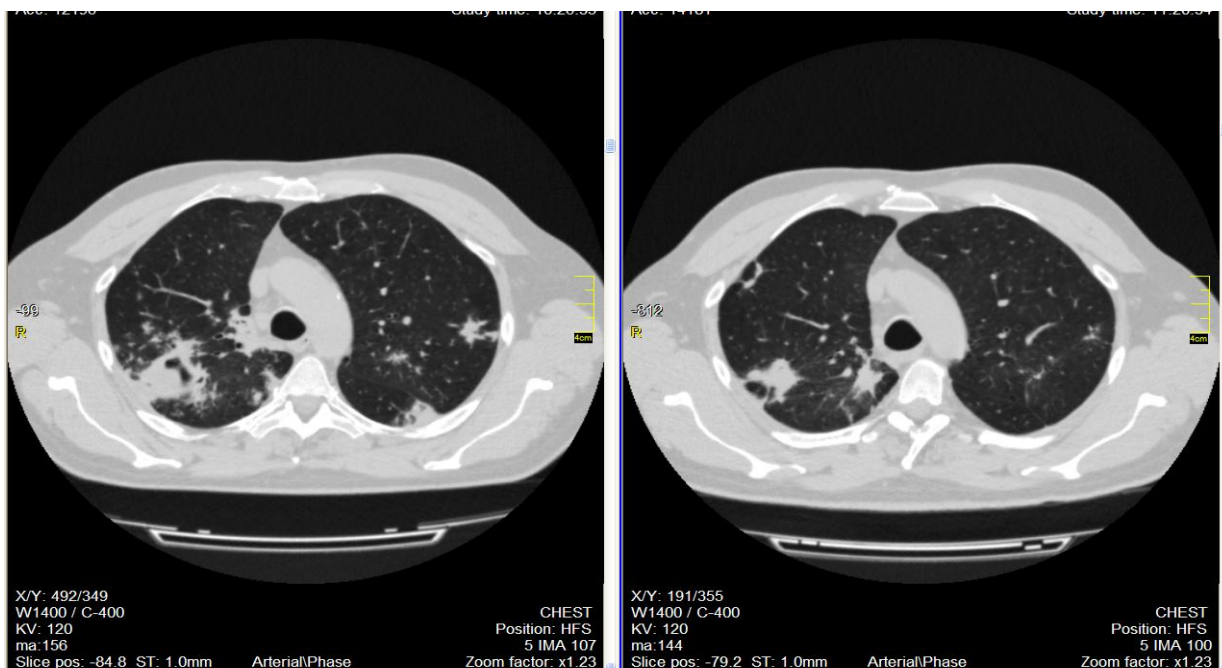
Аксиальні зрізи КТ хворого С. на початку лікування (зліва) та після завершення інтенсивної фази лікування (зправа)
